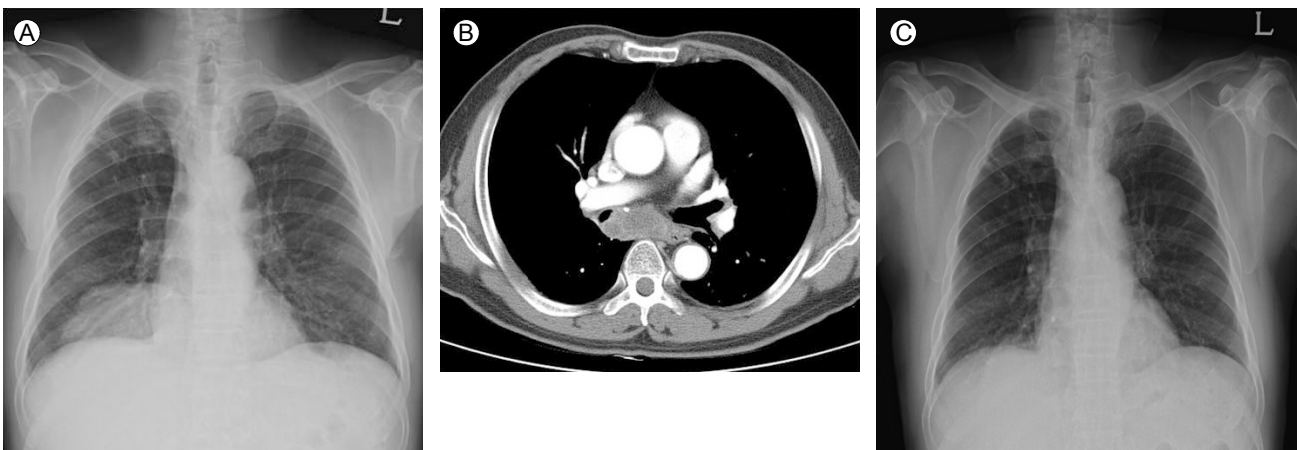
(A) Chest radiography shows a fibrous change in the right upper lobe and increased opacity due to a cancer mass in the right lower lobe. (B) Chest computed tomography shows stenosis of the right bronchus intermedius compressed by an enlarged subcarinal lymph node. (C) Follow-up chest radiography on post-bronchoscopy day 2 shows decreased opacity in the right lower lobe.
